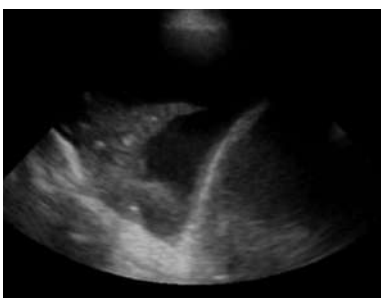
Aspect ecografic normal
